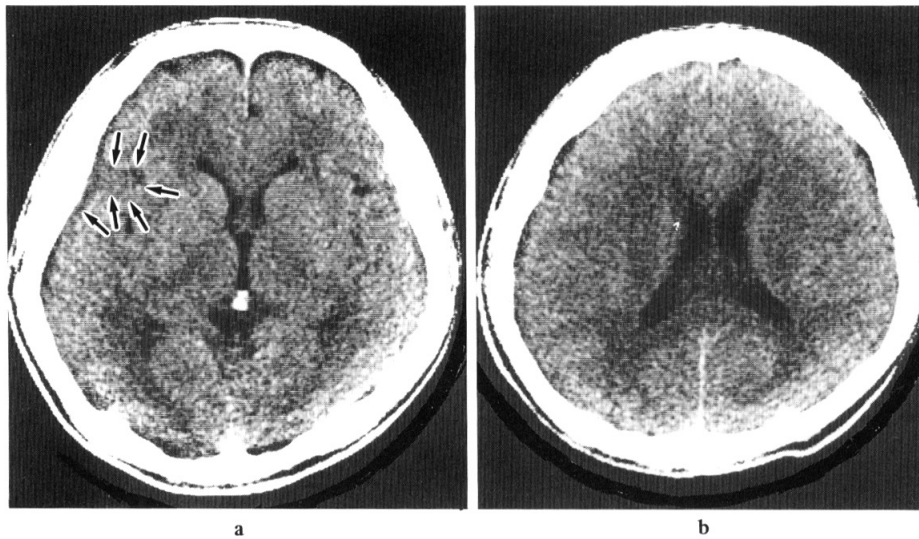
Plain CT on the 14th day showing the complete disappearance of the subdural hematoma. Note the iso- or low-density area in the subdural space (arrows).
